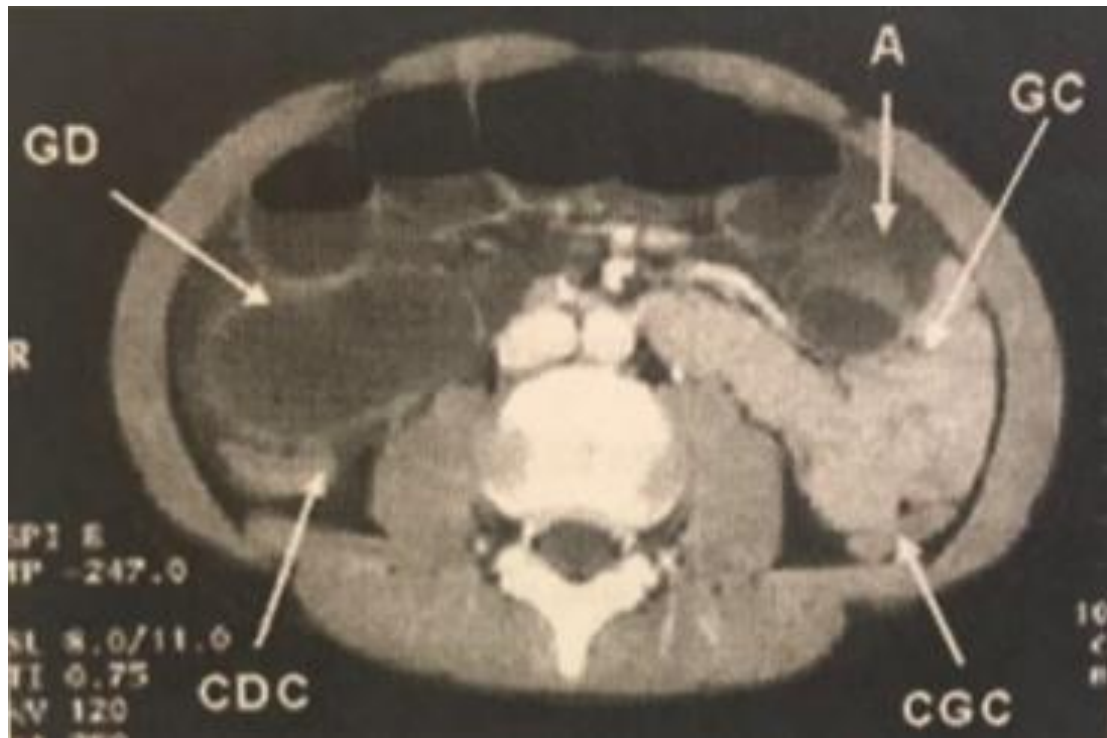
Signes TDM d'une occlusion du grêle.
